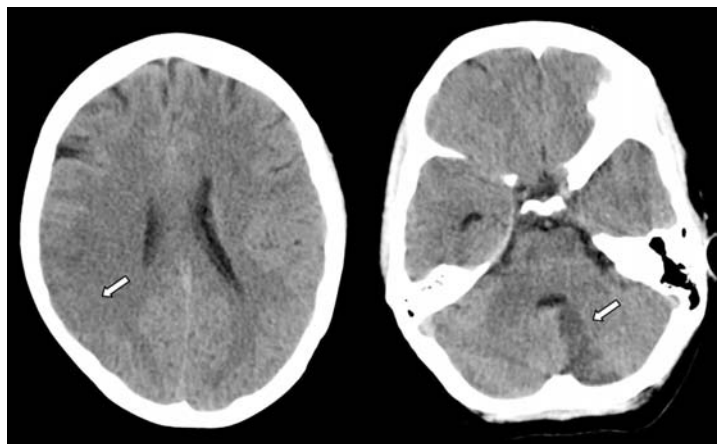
Tomografia computerizzata dell'encefalo: tenue ipodensità cortico-sottocorticale in regione parietale destra (freccia nell'immagine a sinistra) ed ipodensità cerebellare inferiore sinistra (freccia nell'immagine a destra).
